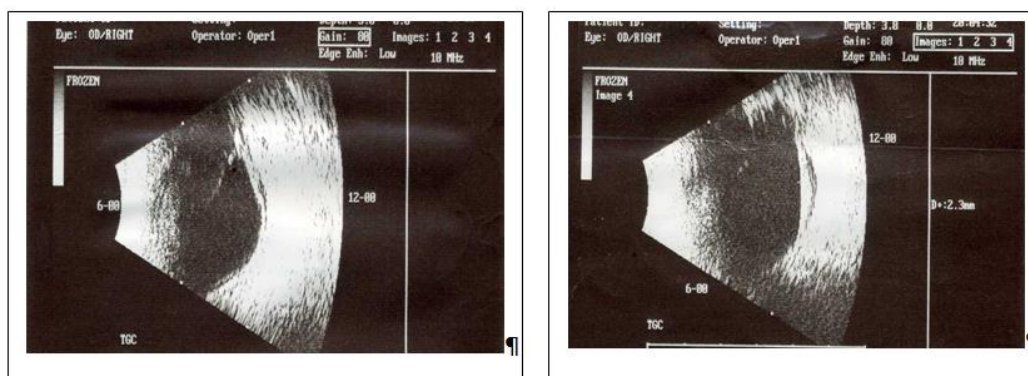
УЗИ изображения ОД пациентки – плоская отслойка сетчатки и отслойка сосудистой оболочки по периферии, витреоретинальный тяж к 11–12 ч
